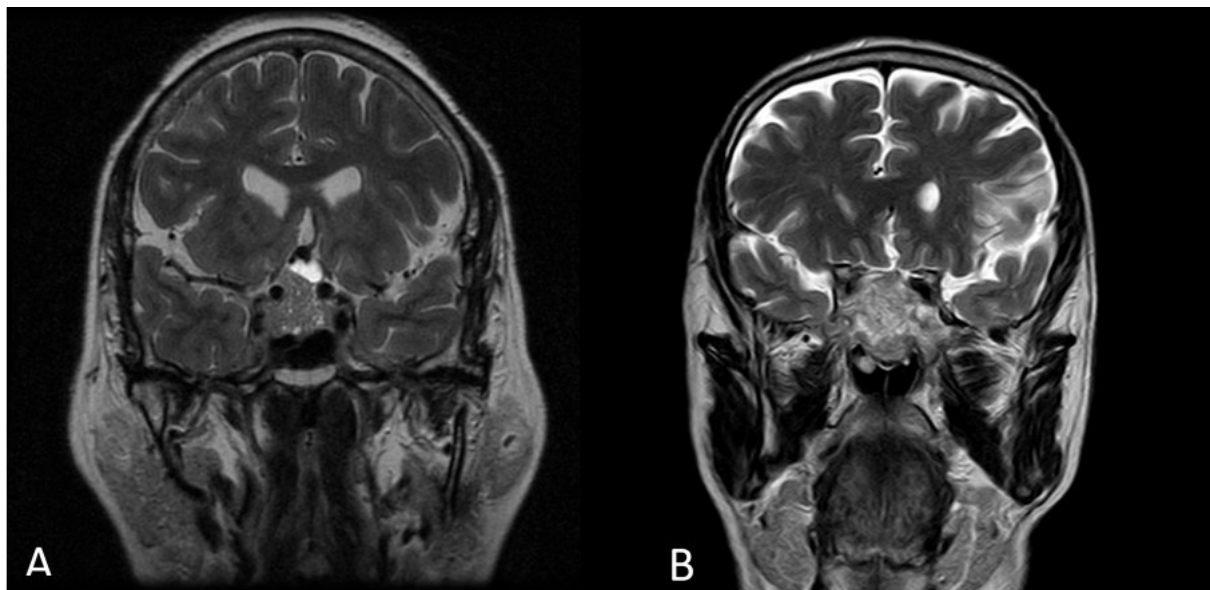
RM coronal T2 de adenomas hipofisarios. A. Macroadenoma heterogéneo isointenso con pequeña zona quística (hiperintenso) en la zona superior. B. Macroadenoma hiperintenso, que suele tratarse de tumores más blandos y fácilmente aspirables.
